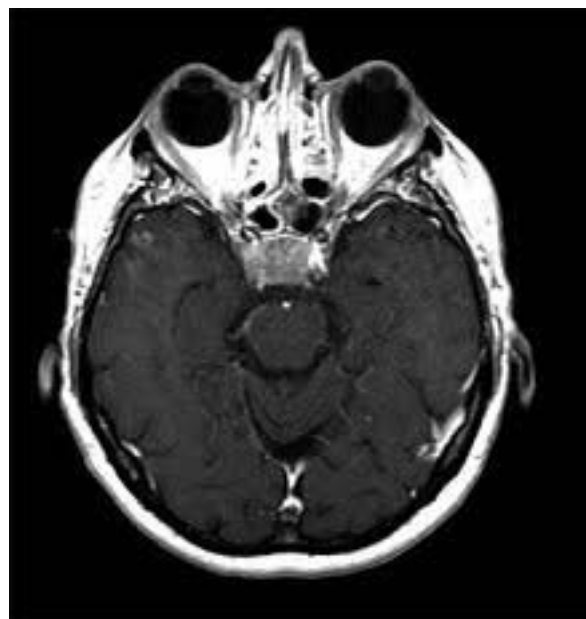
Макроаденома гипофиза, интраселлярная, с признаками «усиления МРТ головного мозга, на T1-W после внутривенного введения контрастного вещества.
